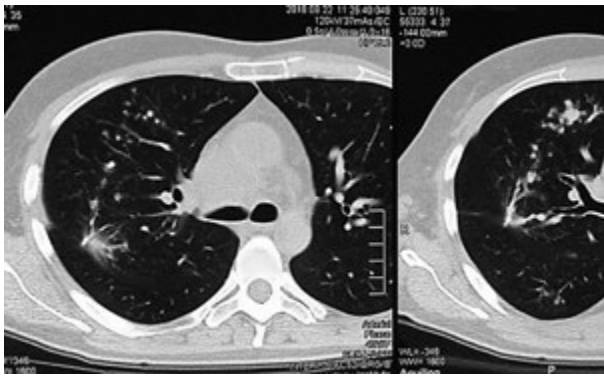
КТ після 3 міс лікування з приводу гістоплазмозу легень
